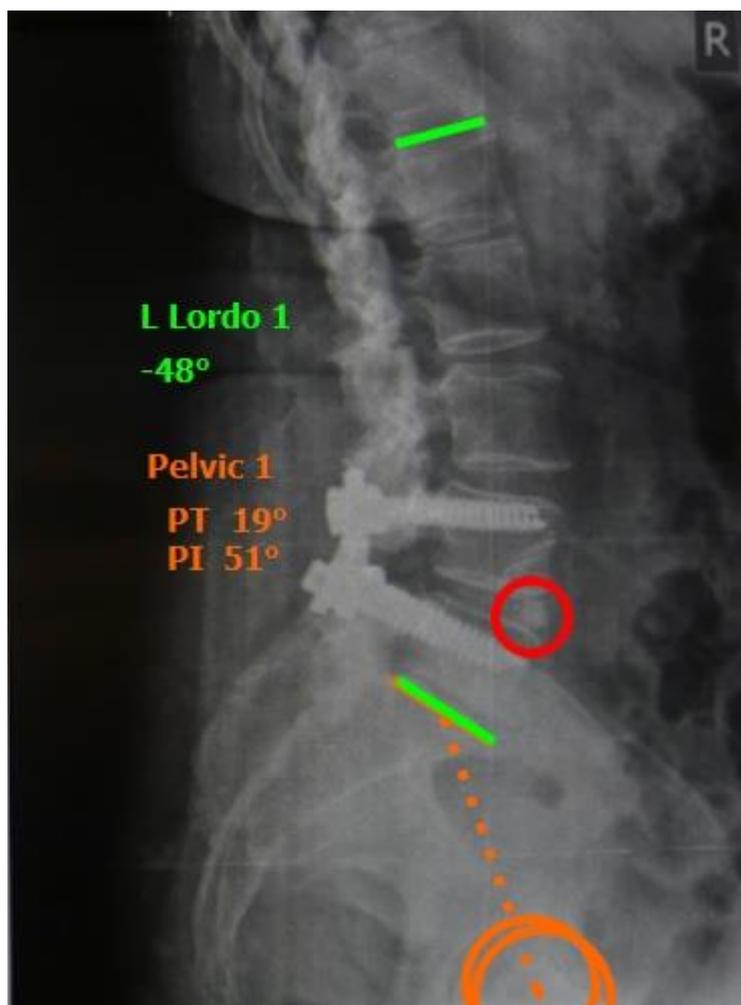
Результаты послеоперационного рентгенологического обследования больной В., 52 лет
